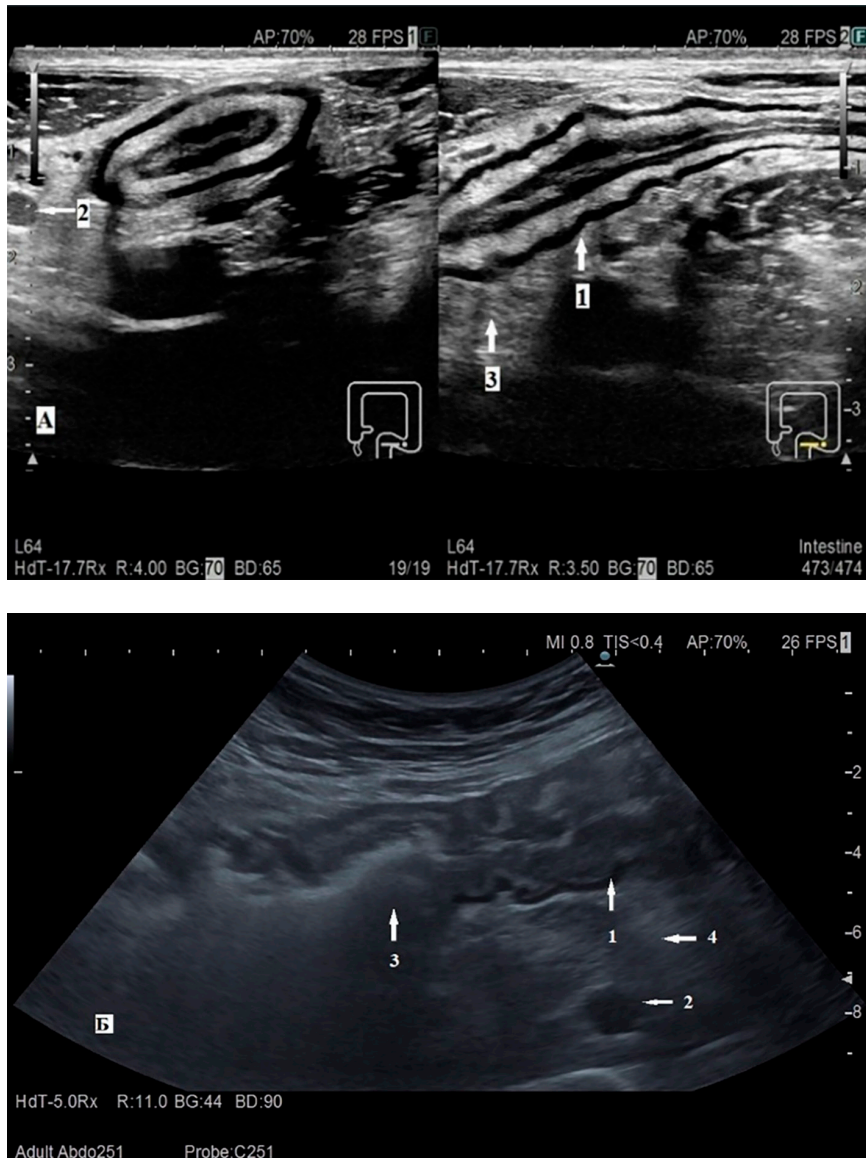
УЗИ кишечника. А – ЯК (сигмовидная кишка, сканирование поперек и вдоль):
